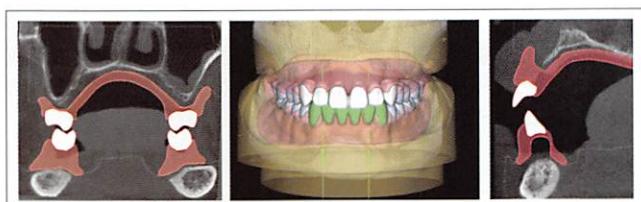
CTを利用した、顎堤だけでなく顎骨をも考慮した排列法（参考文献23より引用）
